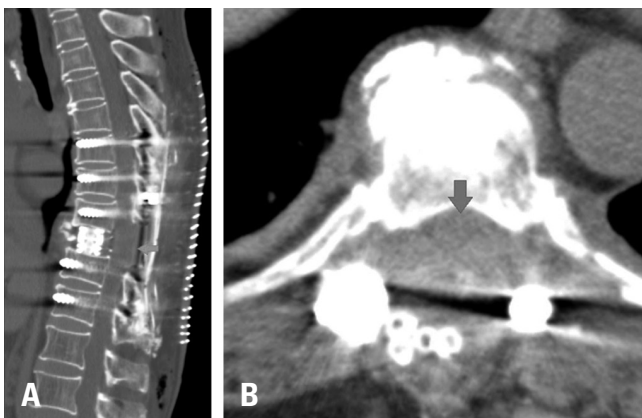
Immediate postoperative computed tomography scan. In the sagittal view (A) and axial view (B), the red arrow shows epidural hematoma at the T9 level.
